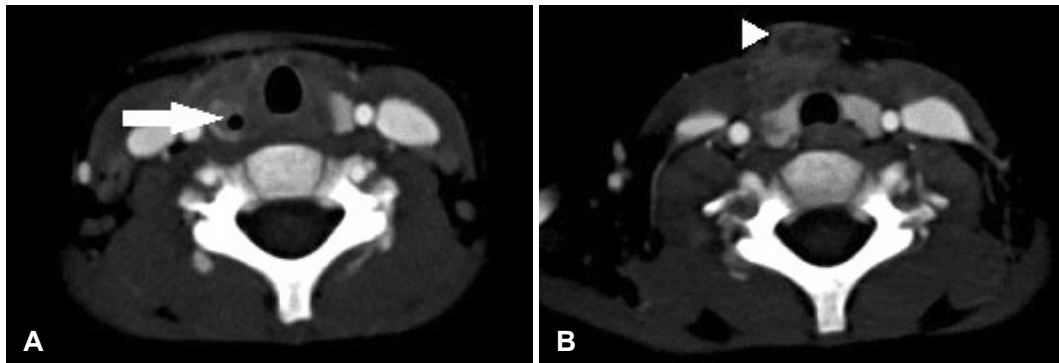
CT scan of neck when he was 1 years old. Visible fistula in the right pyriform sinus (arrow) (A). Visible anterior neck cyst (arrowhead) (B).
